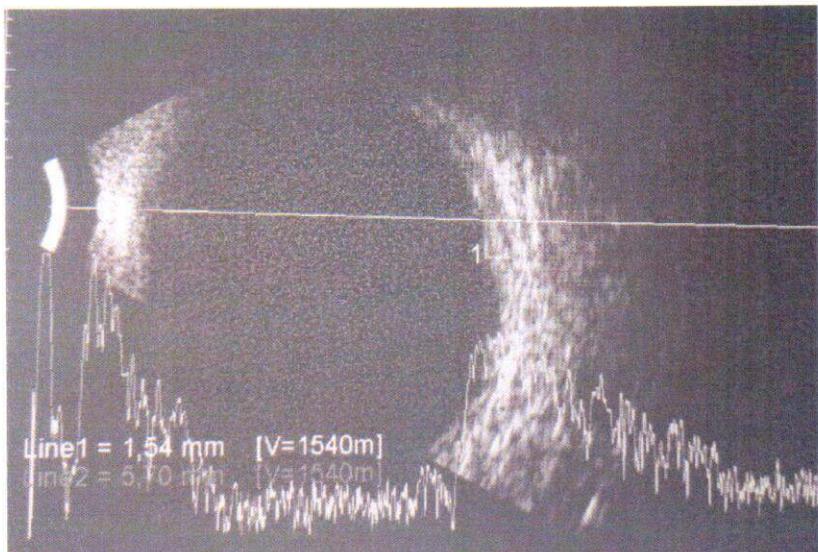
Ecografia modo B de olho direito com espessamento de parede hiper-refletivo, homogêneo, sugestivo de lesão de parede ocular a esclarecer.
